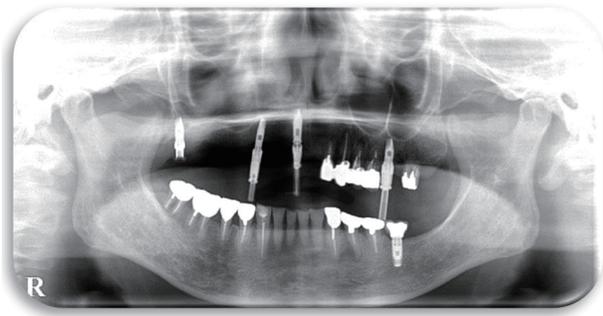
トランスファーコーピング試適時のパノラマX線画像
